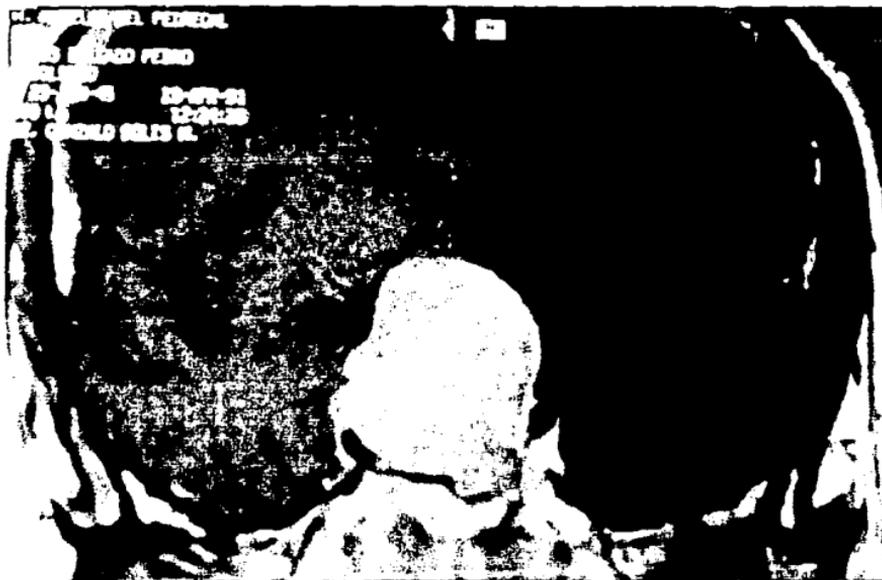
Resonancia Magnética Nuclear de cráneo en corte coronal con gadolinio, mostrando la relación del adenoma hipofisario con las estructuras nerviosas y vasculares.
